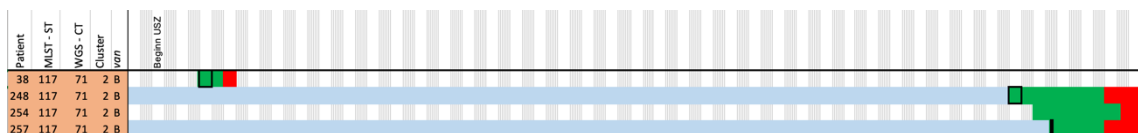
Ausschnitt der Linelist der Station 93 mit Nachweis des VRE ST117 / CT71 (n = 4). Die in diesem Zeitraum zeitgleich aufgetretenen VRE-Erstnachweise (n = 3) waren genetisch mittels WGS nicht unterscheidbar. In zwei Fällen ließ sich eine Transmission nachweisen. Negative Screeningergebnisse sind schwarz umrandet.
